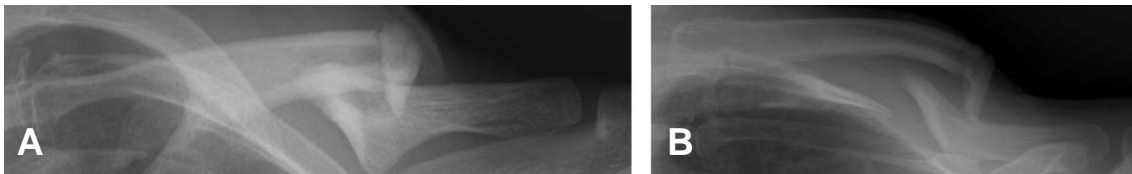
Simple X-rays show the difference of the displacement of the fracture site between a AP view (A) & lordotic view (B).
